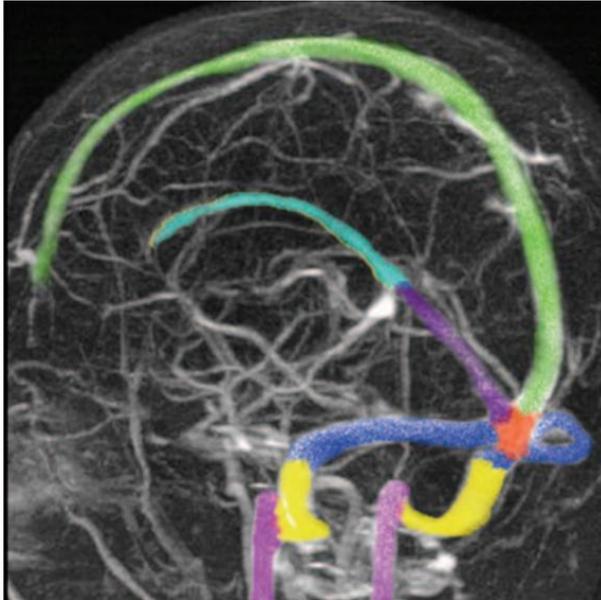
Imagen MIP de una venografía por RM con contraste, con una superposición de color, que muestra los senos venosos derales. Incluyen el seno sagital superior (verde), el seno sagital inferior (celestes), el seno recto (púrpura oscuro), confluencia de los senos: Tórcula o prensa de Herófilo (naranja), senos transversos (azul) y senos sigmoideos (amarillo). También se representan las venas yugulares internas y los bulbos (púrpura claro).
